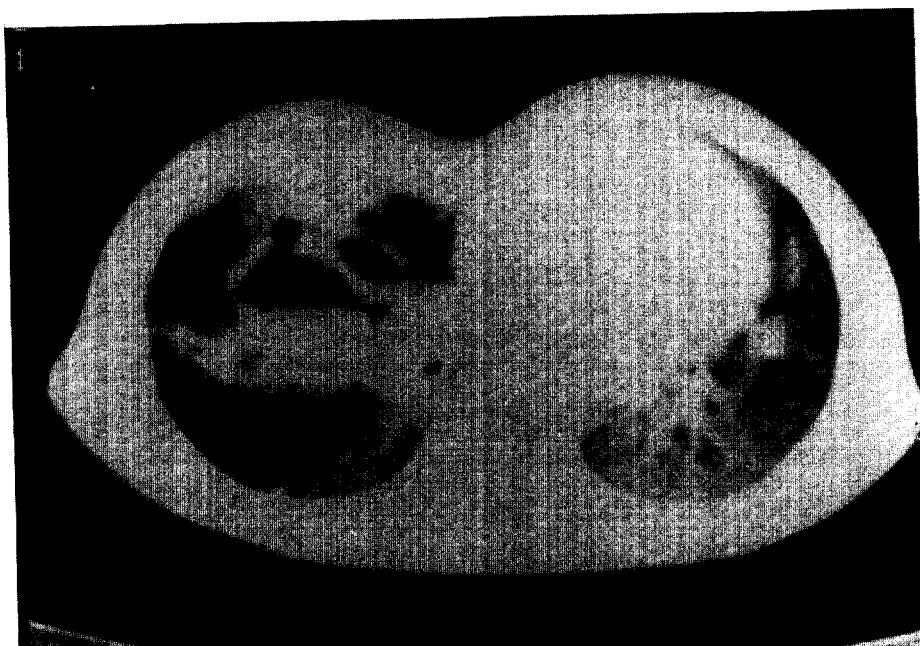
Preoperative chest CT revealed multiple separated cystic lesion with air-fluid level and thick walls in the middle lobe of the right lung.
